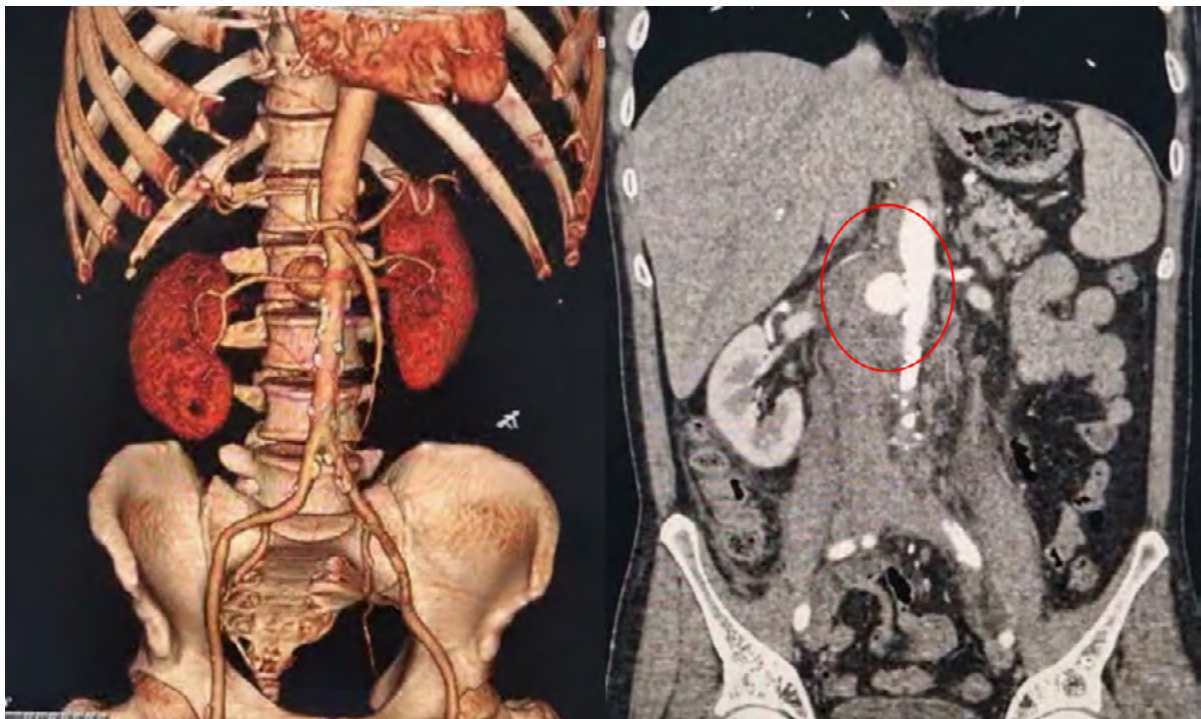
КТ ОБП от 28.09.2022, трехмерная реконструкция + фронтальная плоскость
